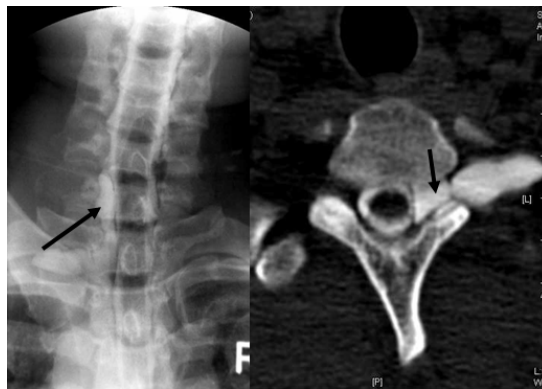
CT myelogram showing pseudomeningocele (arrow)
